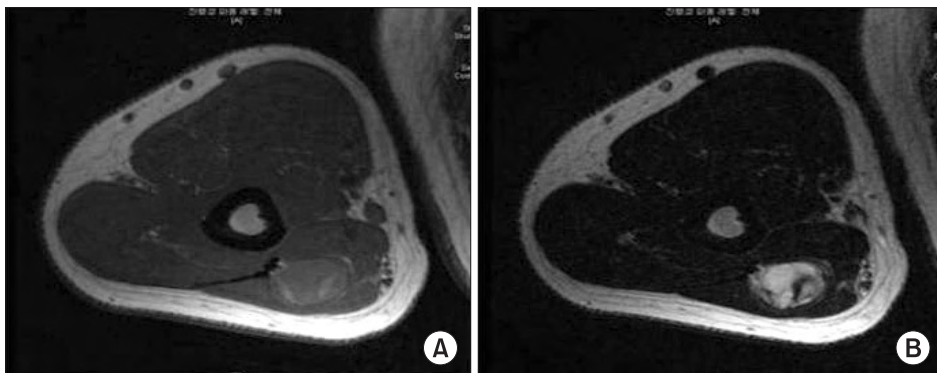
These are the magnetic resonance image findings of mass. (A) Axial T1-weighted MR image shows inhomogeneous low signal intensity. (B) Axial T2-weighted MR image shows heterogenous high signal intensity.
